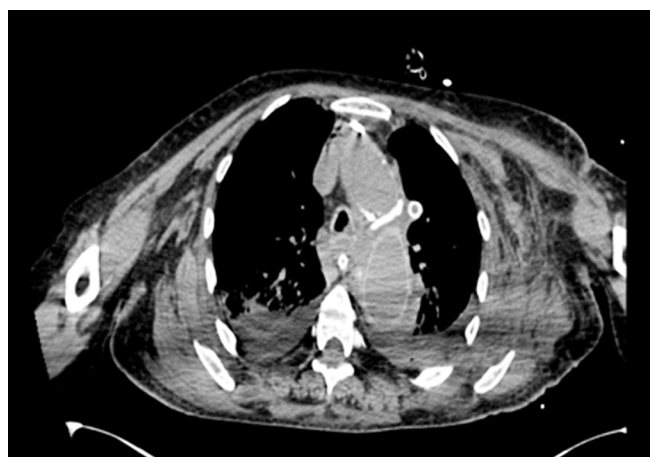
КТ грудной клетки. Поперечный срез. Оба легких расправлены. Незначительное количество жидкости в левой плевральной полости.
